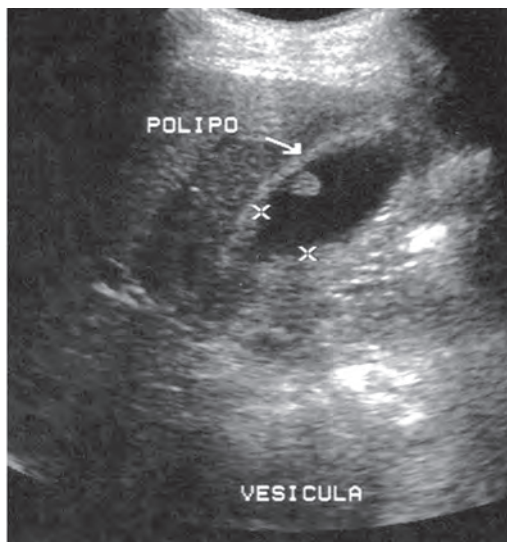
Ultrasonido hallazgos pólipo vesicular
